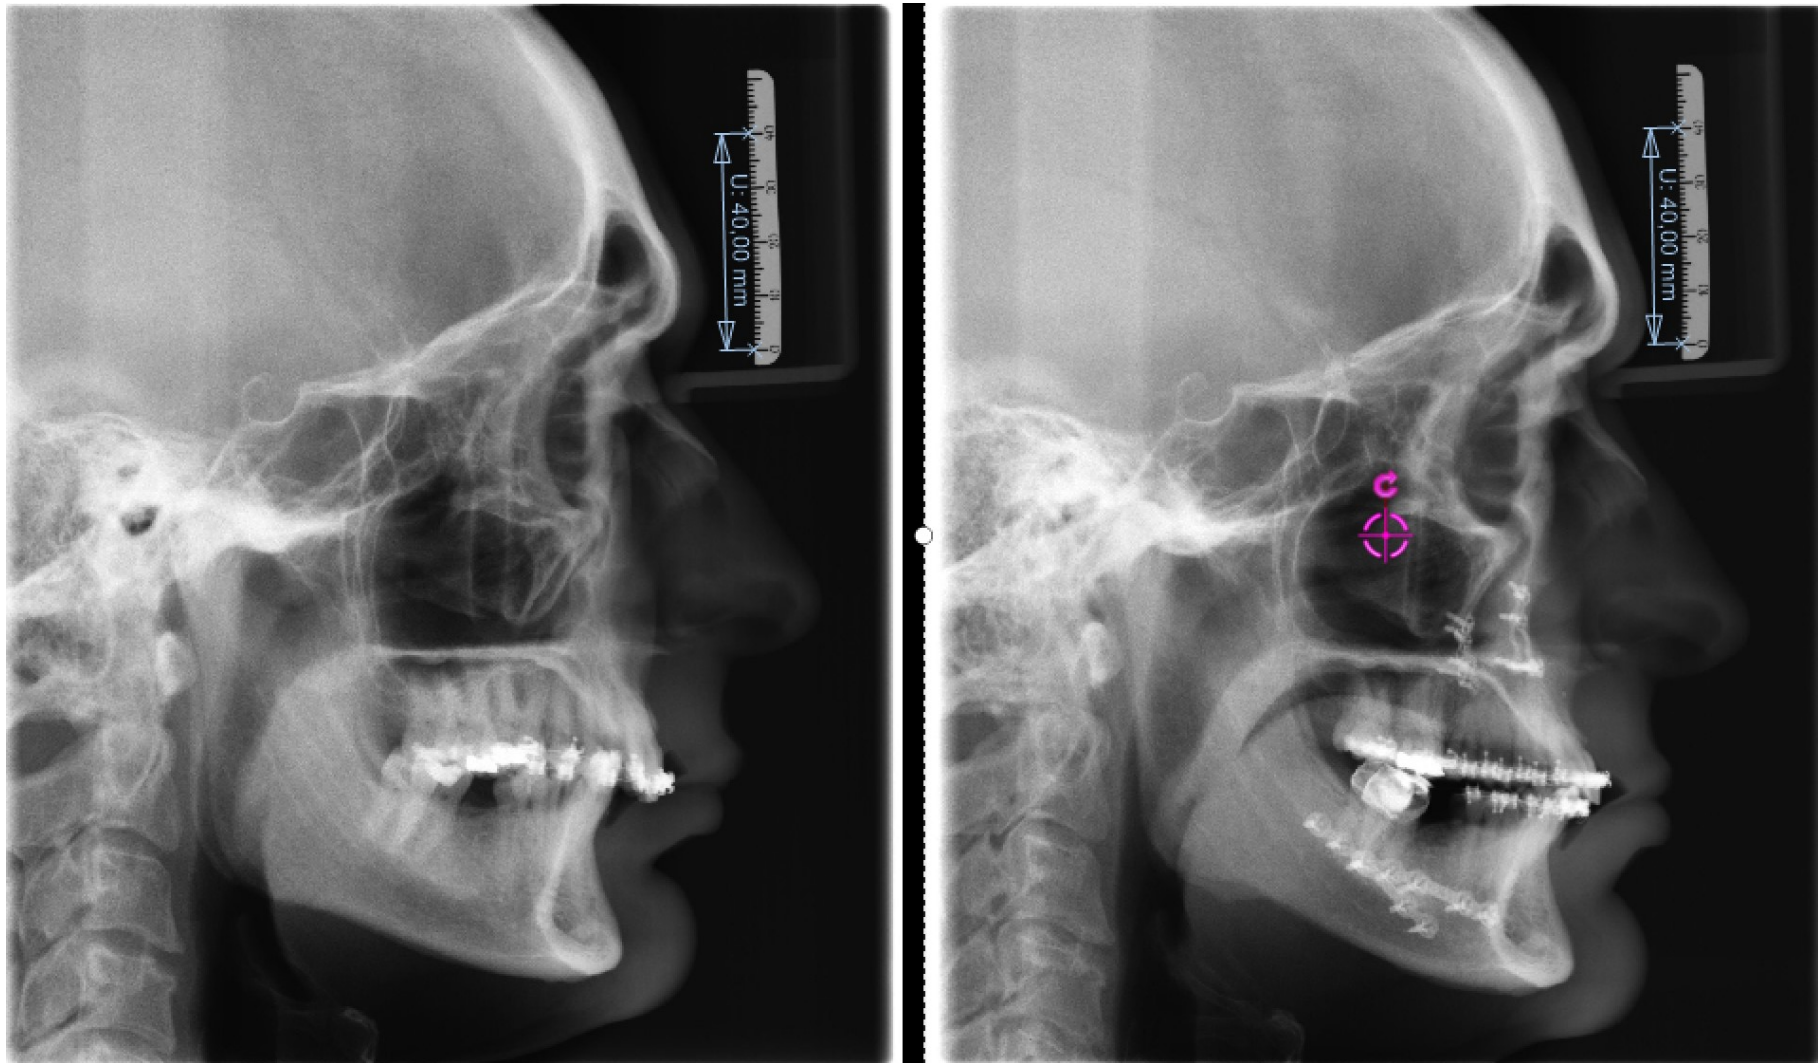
Caso1: Comparação lado a lado da telerradiografia diagnóstico (esquerda) e pós-operatória (direita)
